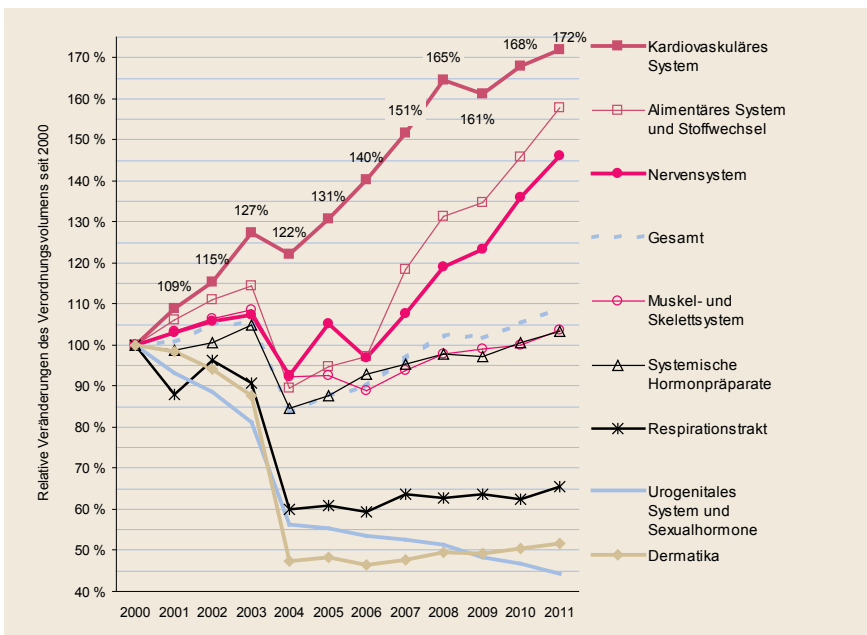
(Erwerbspersonen TK 2000–2011; standardisierte Verordnungsvolumen [DDD je VJ] in den einzelnen Gruppen im Jahr 2000 jeweils 100 Prozent)
